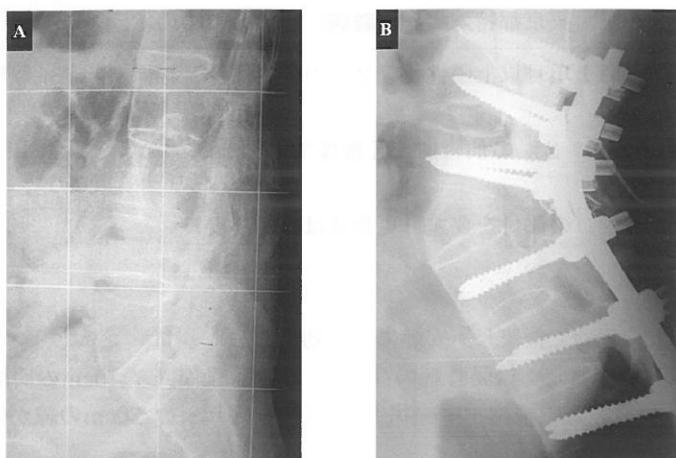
術前腰椎単純X線側面像(A). 腰椎は生理的前弯が消失している. 術後腰椎単純X線側面像(B). 第2腰椎のPSO (Pedicle Subtraction Osteotomy) を併用した後方矯正固定術により, 腰椎の前弯が獲得されている.
